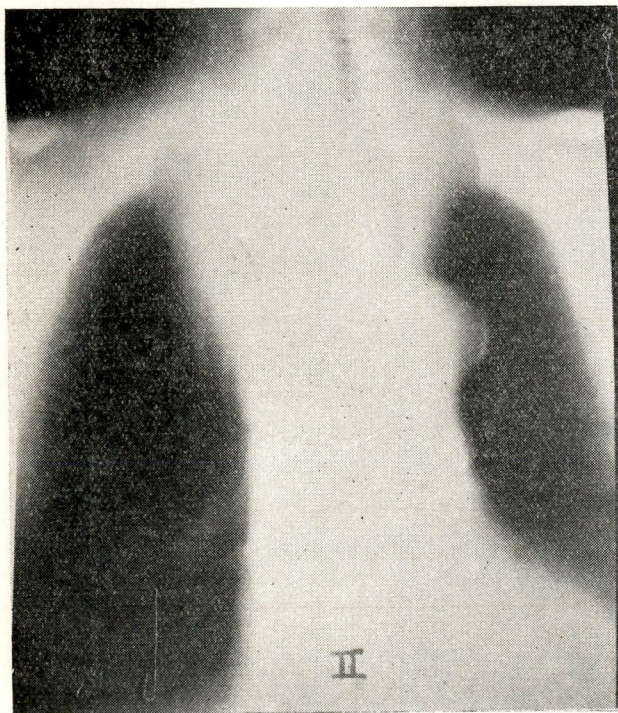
Tomografia em P.A. mostrando ser localizada a sombra no mediastino anterior, desviando a traquéia para a esquerda.
